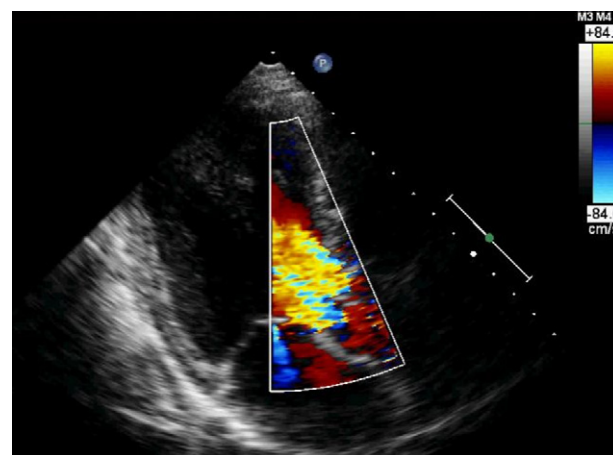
Ecocardiograma transtorácico modo Doppler, incidência paraesternal - longo eixo, demonstra insuficiência aórtica severa.
